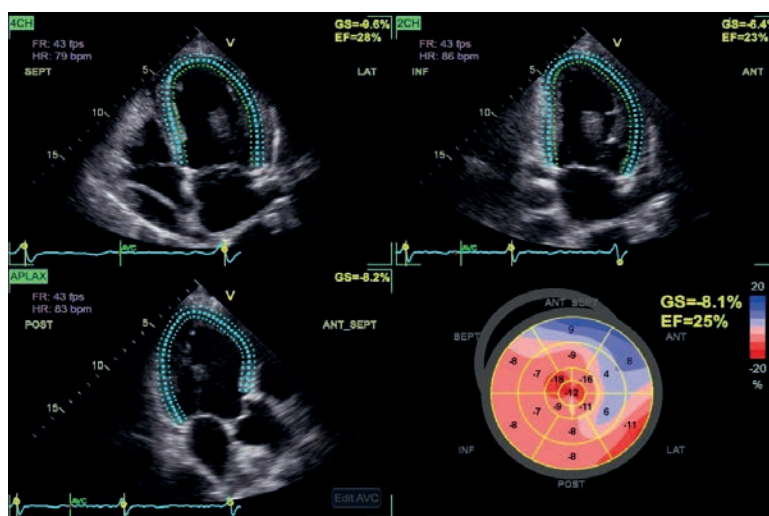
Baseline echocardiography in patient L. STEchocardiography showed significant impairment of LGSS and LVEF.
